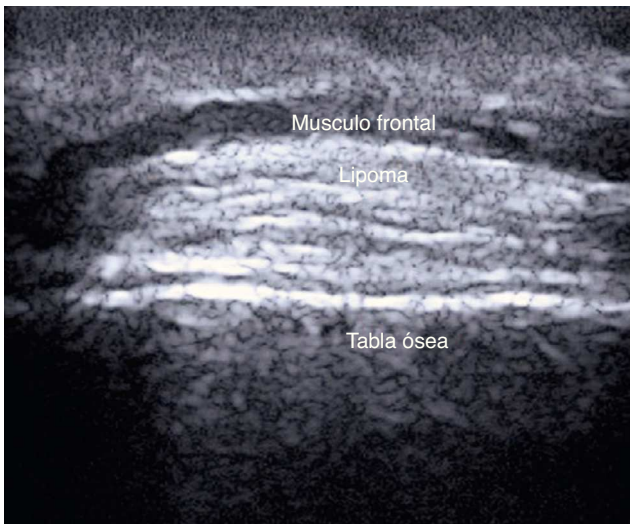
Lipoma subfrontal: el aumento en número de tabiques subcutáneos genera mayor ecogenicidad. La ecografía permite una aproximación al diagnóstico y la localización preoperatoria de la lesión.
